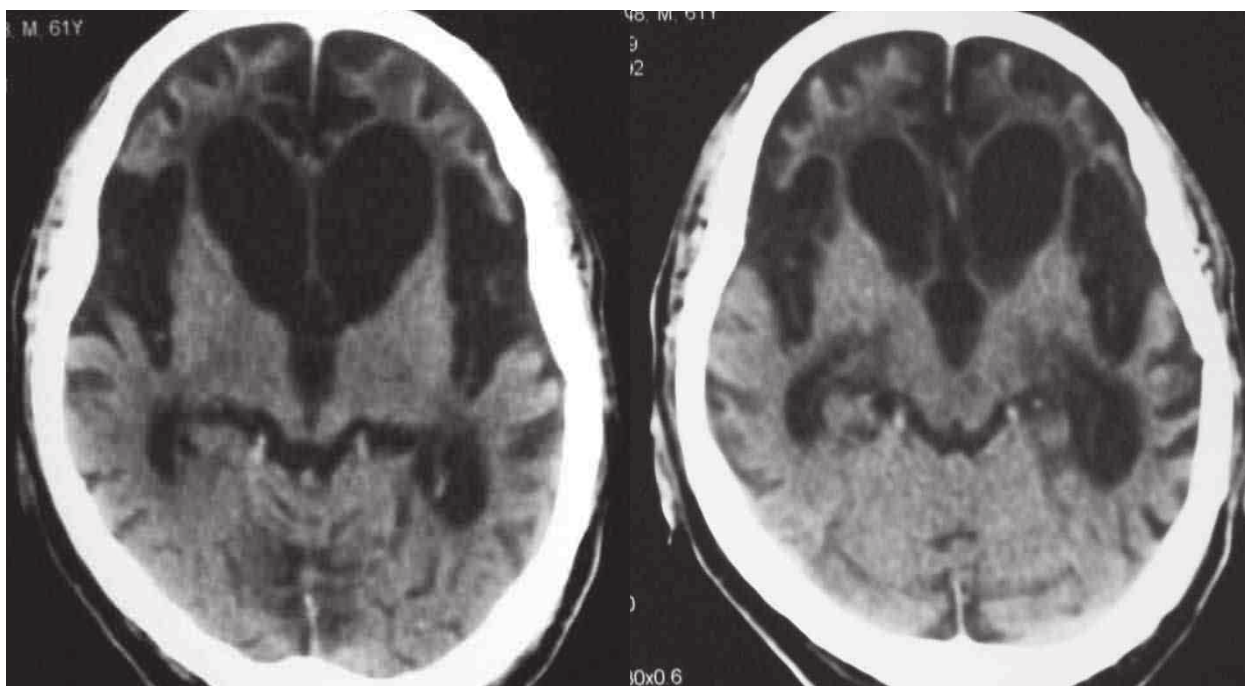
Tomografía computarizada cerebral: atrofia cortical frontotemporal severa.
